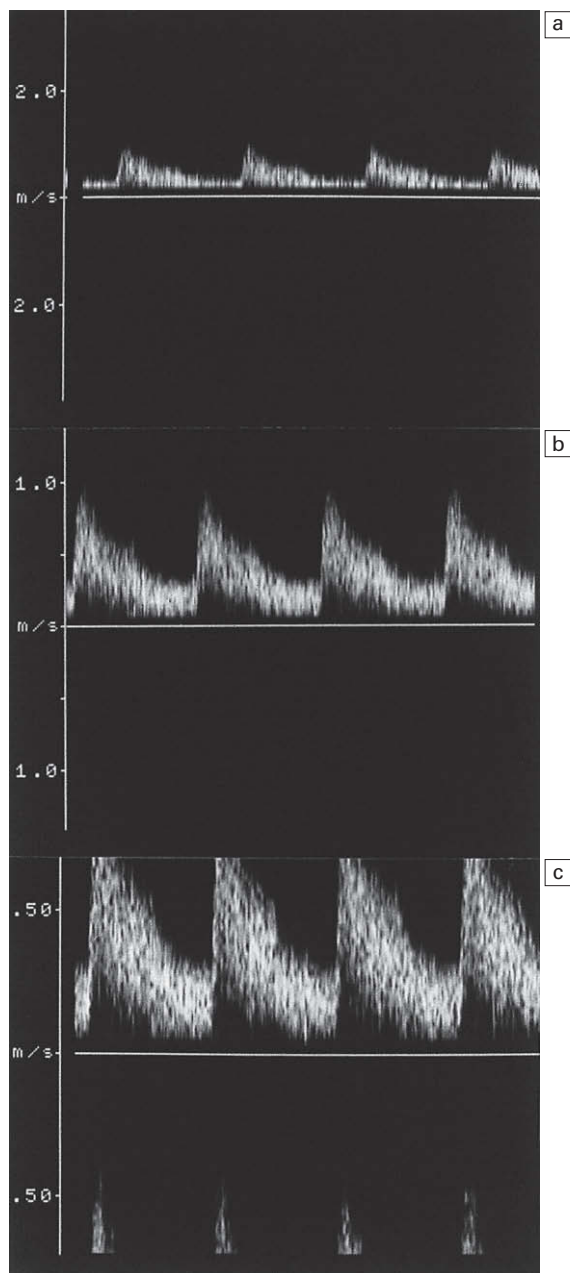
Solapamiento en un sonograma. Las velocidades más elevadas en la imagen (c) aparecen en el canal inverso.
